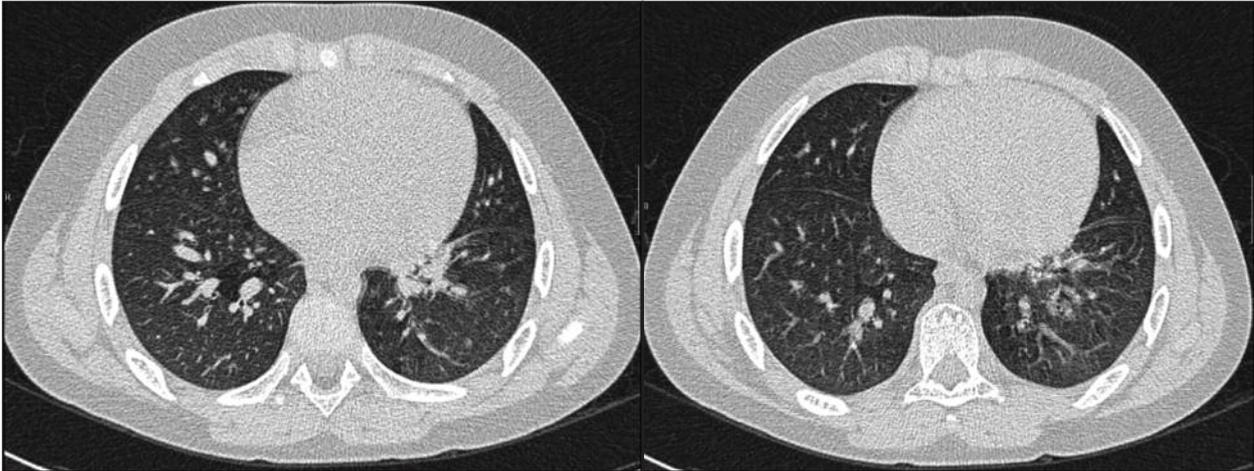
TC pulmonar de alta resolución 11 meses después del episodio.
